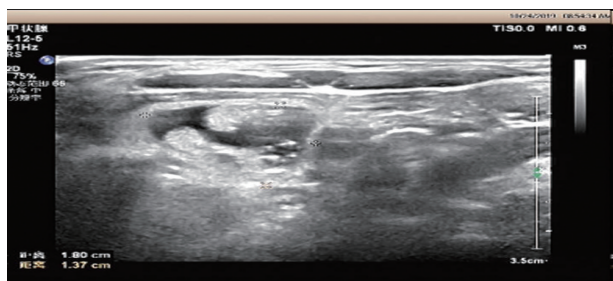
女54岁。结节位于甲状腺外侧,内部为混合回声,可见不规则无回声,超声提示为转移淋巴结。
